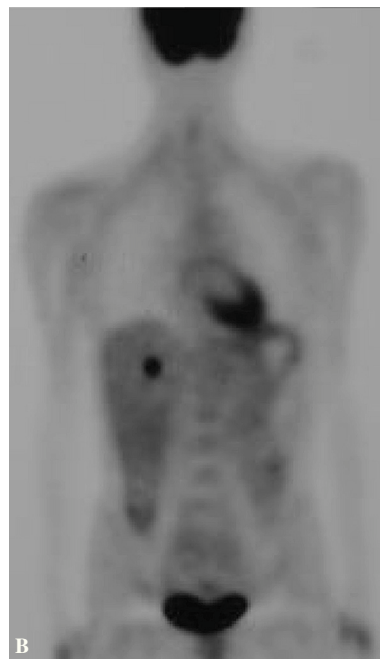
Realce nodular (A) en metástasis hepática confirmada en estudio con tomografía por emisión de positrones (B).
